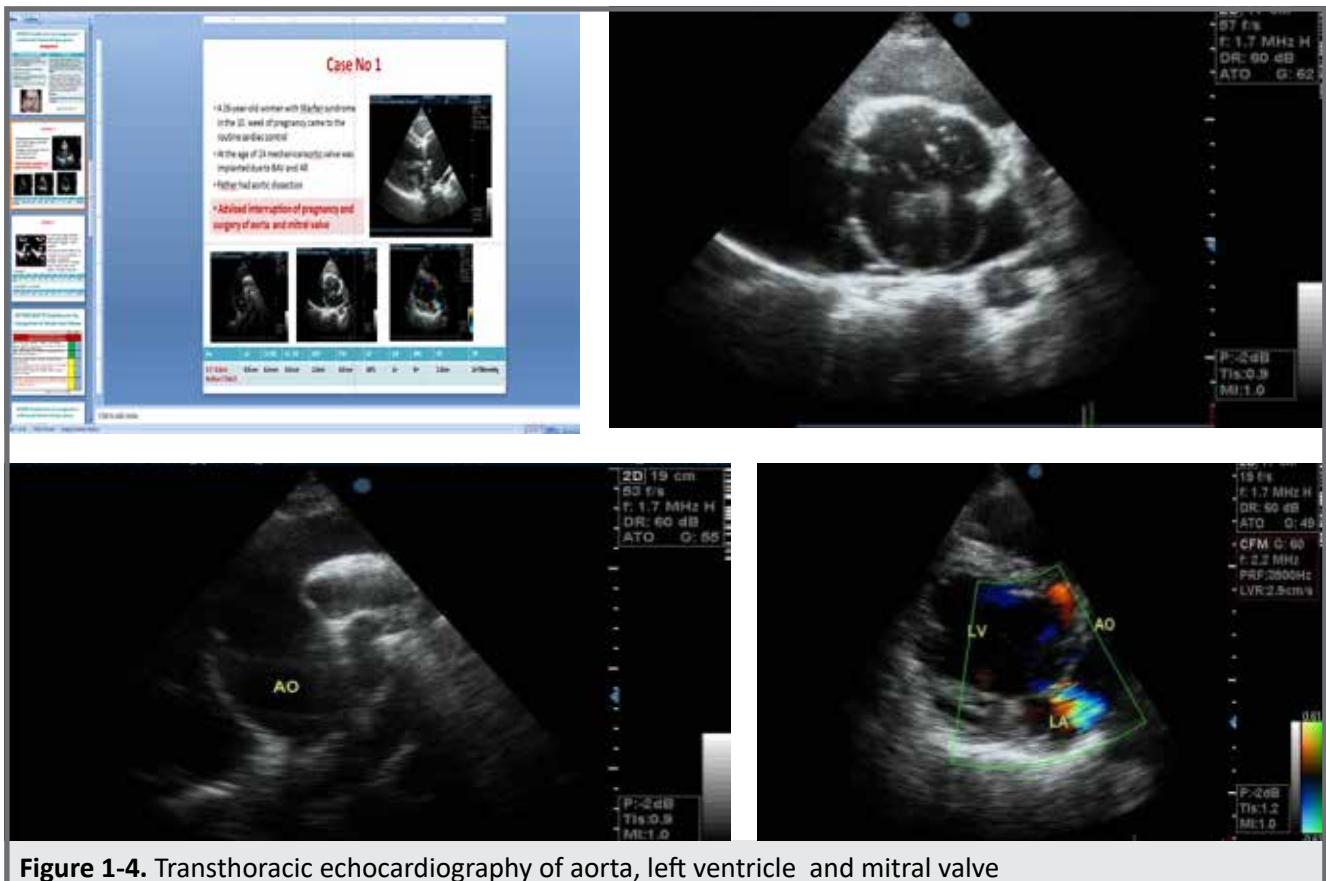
Transthoracic echocardiography of aorta, left ventricle and mitral valve
